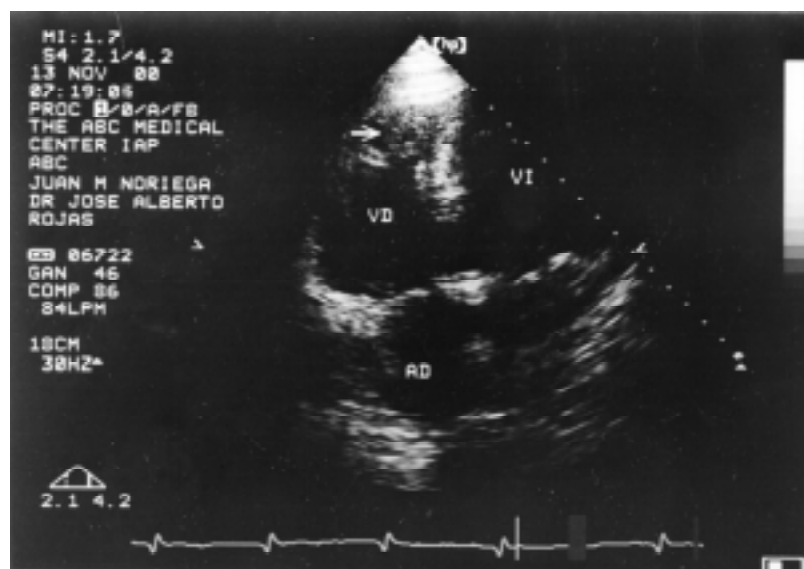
Ecocardiograma apical de las 4 cámaras en un paciente con infarto del ventrículo derecho (VD); la flecha señala un trombo en el ápex ventricular. VI: ventrículo izquierdo. AD: aurícula derecha.
